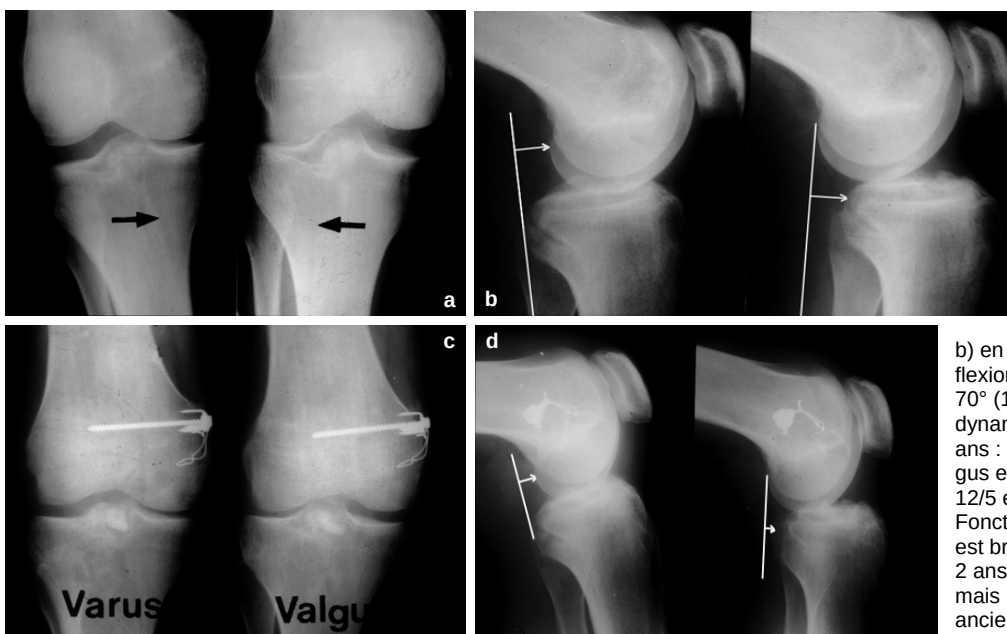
Cas N° 2 : Séquelles de luxation du genou en moto. a) Etat préopératoire : Radiographies en varus, en valgus b) en tiroir postérieur à 70° de flexion (12/19) et tiroir antérieur à 70° (15/11). c) Radiographies dynamiques après un recul de 12 ans : la laxité en varus et en valgus est faible. d) tiroir postérieur : 12/5 et tiroir antérieur : 10/12. Fonction normale de ce patient qui est brancardier. A repris pendant 2 ans l'entraînement du javelot mais n'a pas pu retrouver son ancien niveau.
